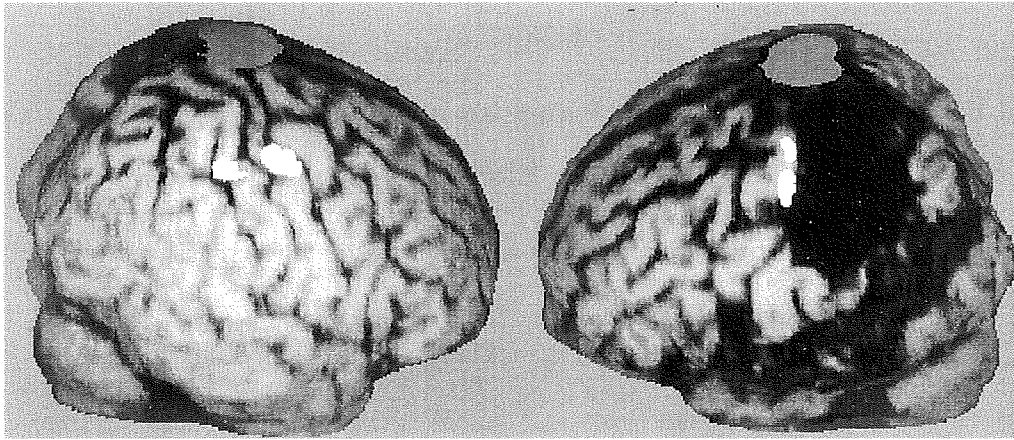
PET motor activation study of Case 2. Opposition movement of finger and thumb in injured side provoked activation of primary motor cortex which survived in spite of massive infarction in parietotemporal cortex including primary sensory cortex (right). The extent and volume of activation was as much as that provoked by movement of non-injured hand (left).
